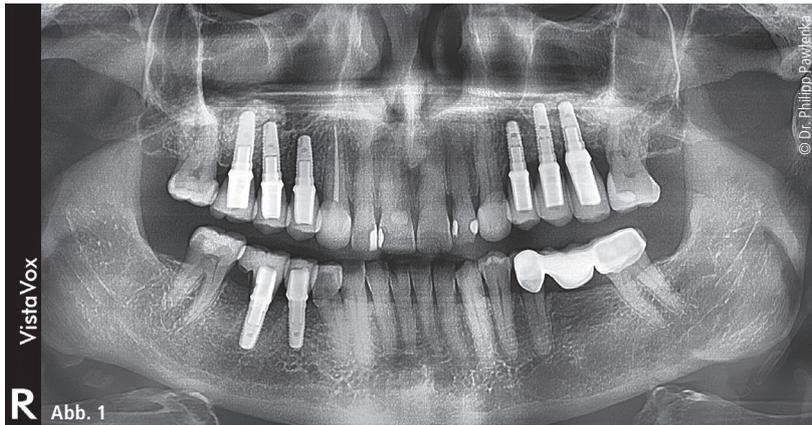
Flexibel im Einsatz – neben DVT-Aufnahmen lassen sich innerhalb sieben Sekunden zeichenscharfe 2D-Orthopantomogramme erstellen (hier: Abschlussbild nach Implantatinsertion und eingegliedertem Zahnersatz). – Abb. 2: Zum Vergleich ein Orthopantomogramm, erstellt mit einem digitalen Röntgengerät eines anderen Anbieters (hier: Ausgangsbefund mit Langzeitprovisorien im ersten und zweiten Quadranten; parodontale Schädigung 26, Furkationsbefall 46. Geplant wurden drei Einzelzahnimplantate im Oberkiefer beidseits, siehe DVT).
